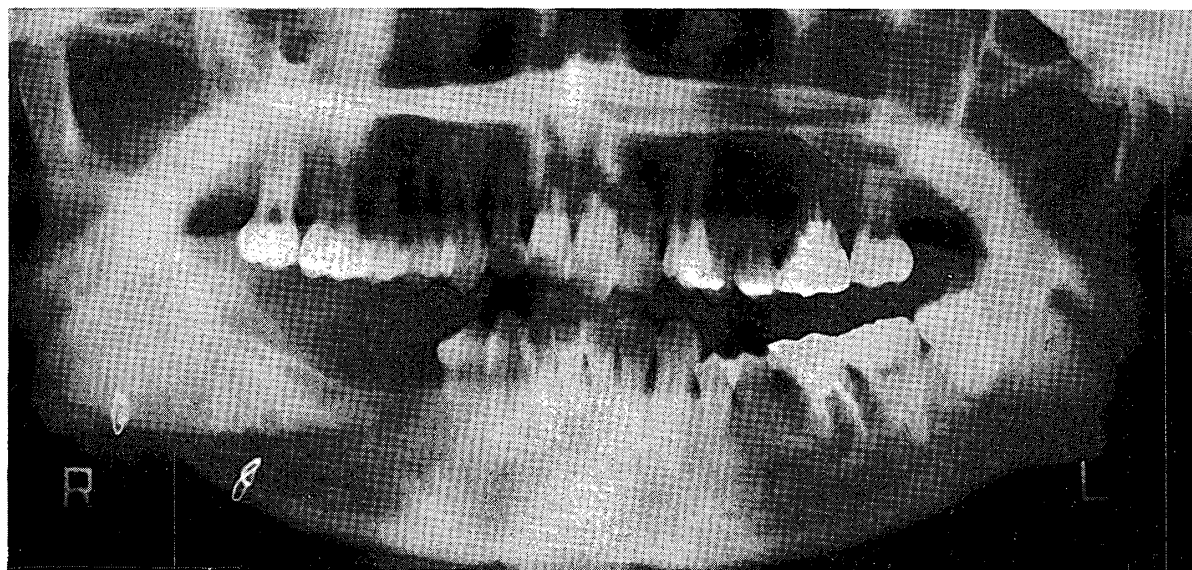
Panoramic radiogram
